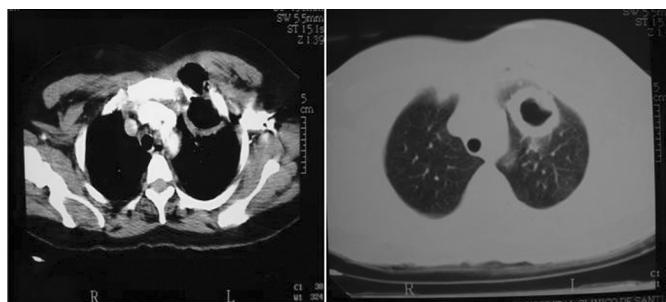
TC torácico que muestra una lesión cavitada en lóbulo superior izquierdo con extensión a la pared torácica suprayacente y afectación del músculo pectoral.
